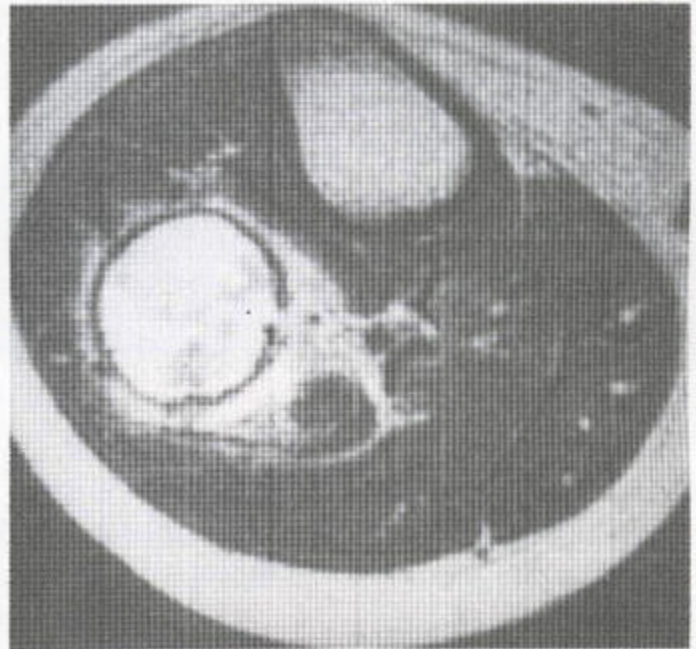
动脉瘤性骨囊肿 (a) 该平片示一膨胀性多房性病变。正常皮质和已膨胀之骨的夹角处可见一突出的骨膜炎症 (箭头)。(b) MRI 脂肪抑制序列中可见此病变呈亮信号, 提示其富含血管的特性。肿瘤与骨的界面处可见一低信号的皮质区, 此为 Codman 氏三角 (箭头)。(c) 肱骨近端轴位 T₂ 加权 MR 序列显示该病变内有一些液-液平面。
